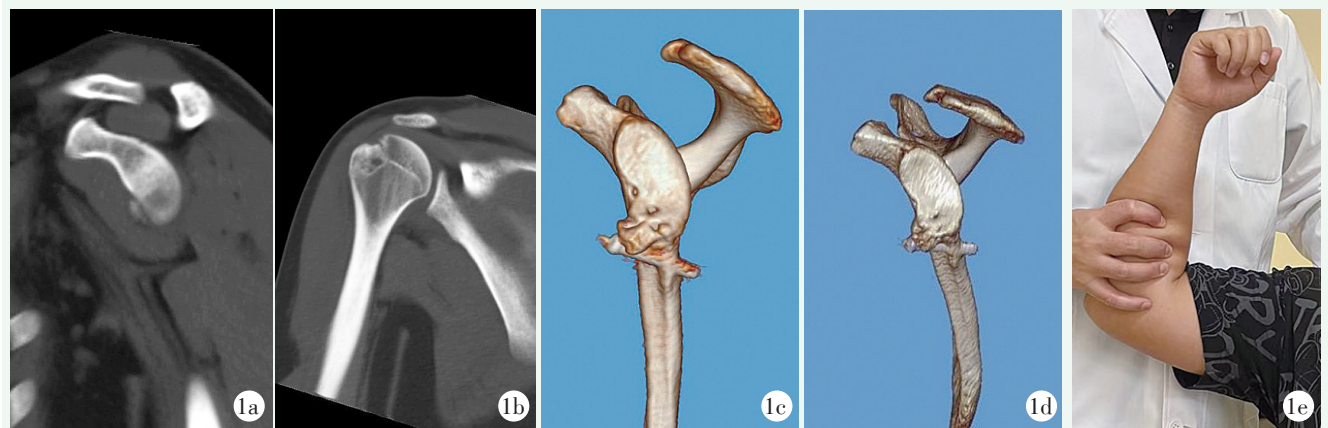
患者，男，23岁，右肩关节复发性脱位合并盂肱关节双极骨缺损，行关节镜下 Latarjet 术+Bankart 修补+Remplissage 手术 1a: 术前右肩关节斜矢状面 CT 显示骨性 Bankart 损伤 1b: 术前右肩关节冠状面 CT 显示肱骨头后上方压缩性骨折（Hill-Sachs 损伤） 1c: 术后 13 个月 CT 三维重建，见植入骨块与关节盂骨边缘部分愈合，骨块位置高于关节盂面 1d: 术后 72 个月 CT 三维重建显示植入骨块增生、塑形，在关节盂 5 点处形成有效遮挡；关节盂 3~4 点处骨量不足 1e: 术后 72 个月复诊，右肩关节外展 90°外旋位恐惧试验阳性
